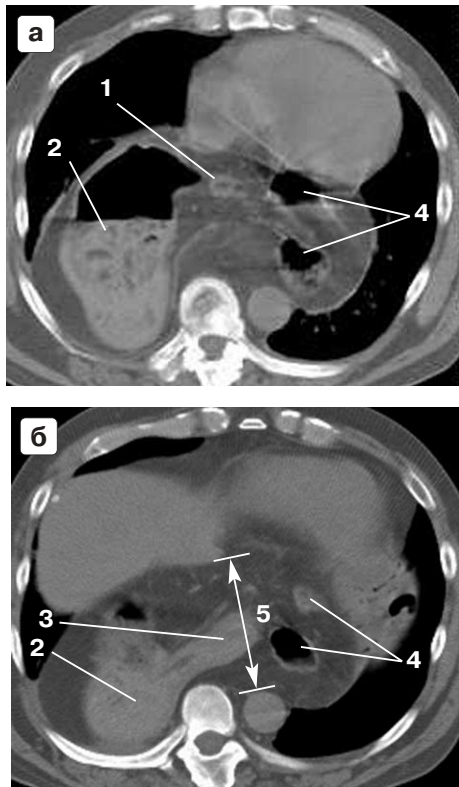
Компьютерные томограммы: а – на уровне желудочков сердца, б – на уровне пищеводного отверстия диафрагмы. 1 – пищевод, 2 – желудок, 3 – двенадцатиперстная кишка, 4 – толстая кишка, 5 – края пищеводного отверстия диафрагмы.
